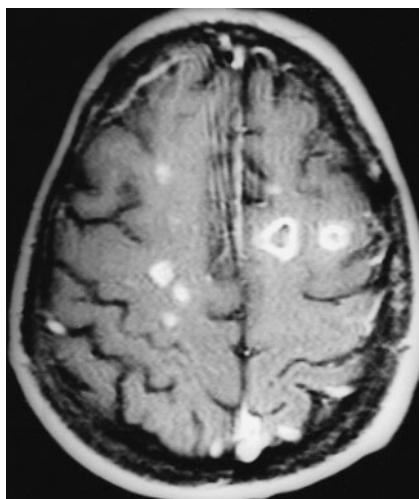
Embolische Herdenzephalitis und Hirnabszesse im MRT (T1-gewichtete Aufnahme nach Kontrastmittelgabe).
